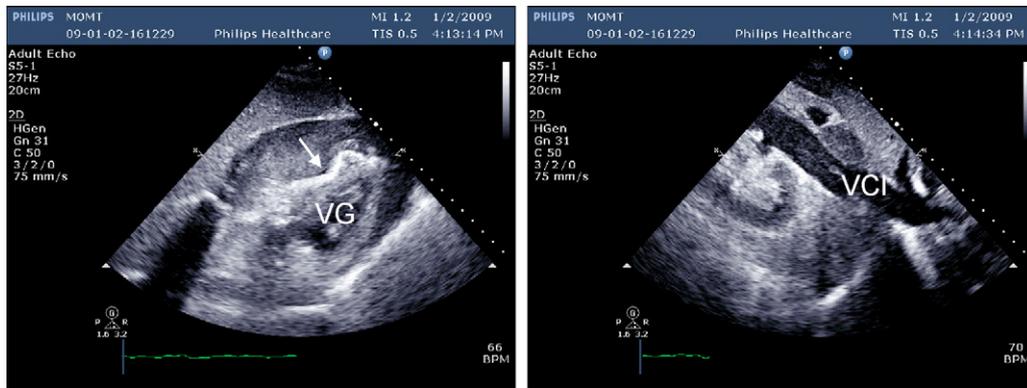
Tamponnade secondaire à un hémopéricarde chez une patiente ayant une dissection aiguë de l'aorte ascendante. Une échocardiographie transthoracique par voie sous-costale est réalisée en raison d'un collapsus brutal accompagné d'une turgescence jugulaire majeure. L'examen révèle une compression hodiastolique de la paroi libre du ventricule droit par l'hémopéricarde constitué très rapidement (à gauche, flèche). La veine cave inférieure apparaît dilatée avec du contraste spontané en raison de la gêne au retour veineux (à droite). VG : ventricule gauche ; VCI : veine cave inférieure.
